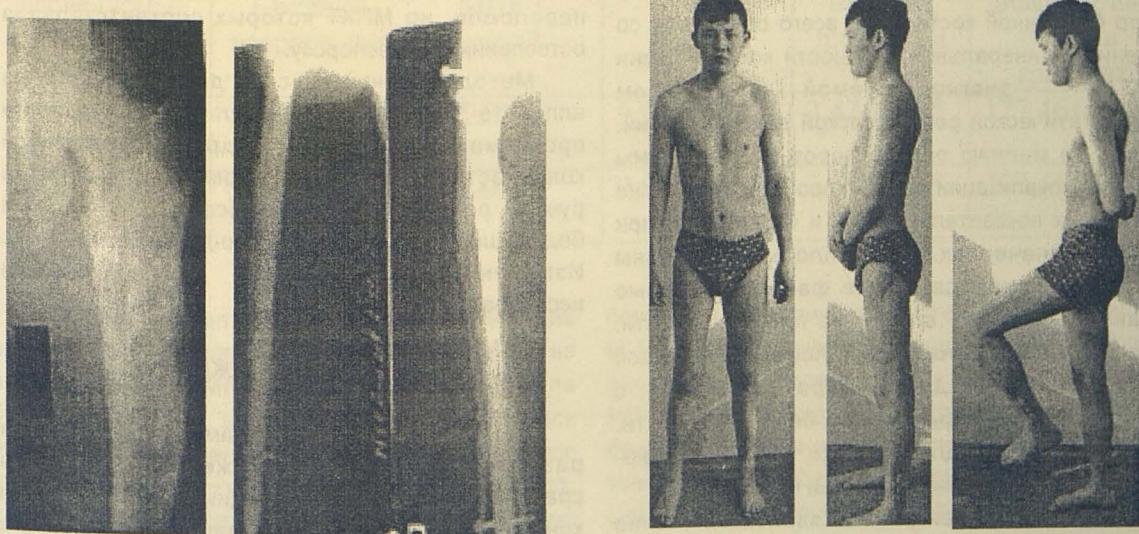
Рентгенограммы больного до и после операции. Вид больного после операции
